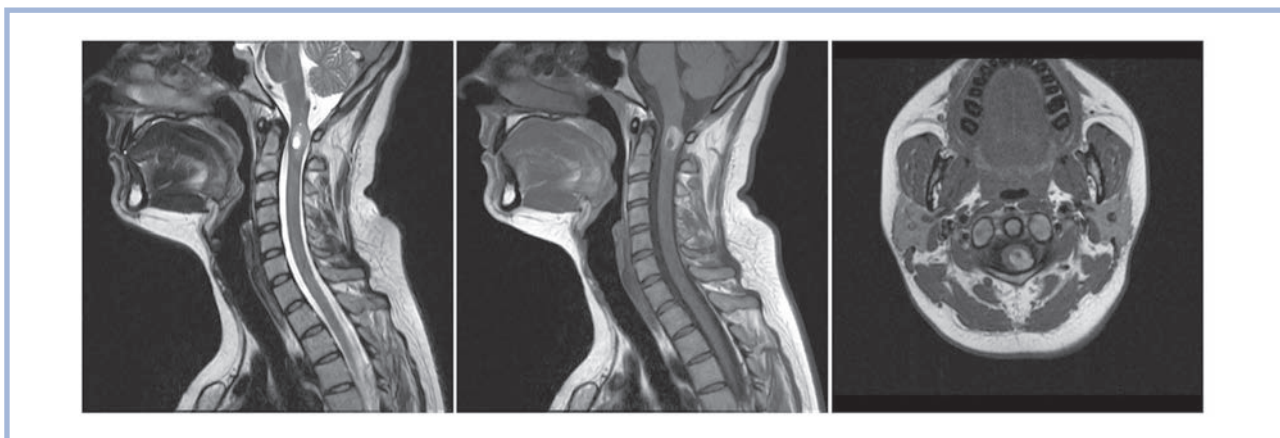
МРТ с контрастным усилением до операции.
